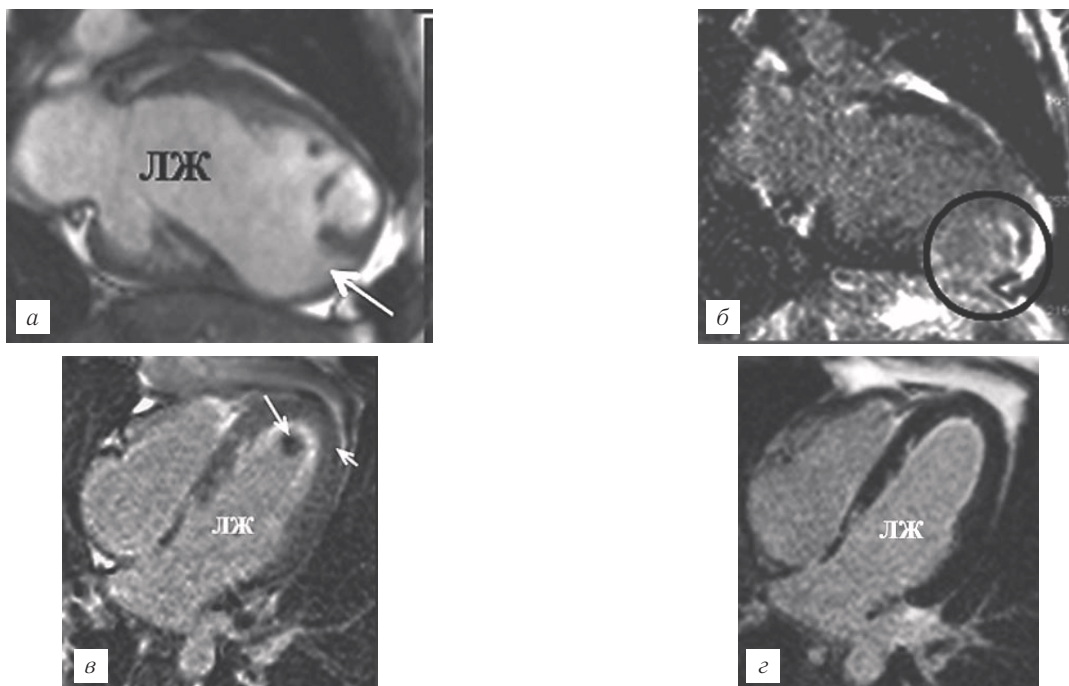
Особенности МР-контрастирования: а — кино-МРТ-срез зоны интереса, некомпактный миокард левого желудочка, мультианевризмы верхушки (стрелка); б — последовательность PSIR, срез зоны интереса. Локальное накопление контрастного препарата в области верхушки; в — последовательность PSIR, срез в 4-камерной плоскости. Типичное для эндокардита Леффлера контрастирование миокарда левого желудочка, тромб в верхушке; г — тот же пациент через год после лечения — положительная динамика. ЛЖ — левый желудочек.
